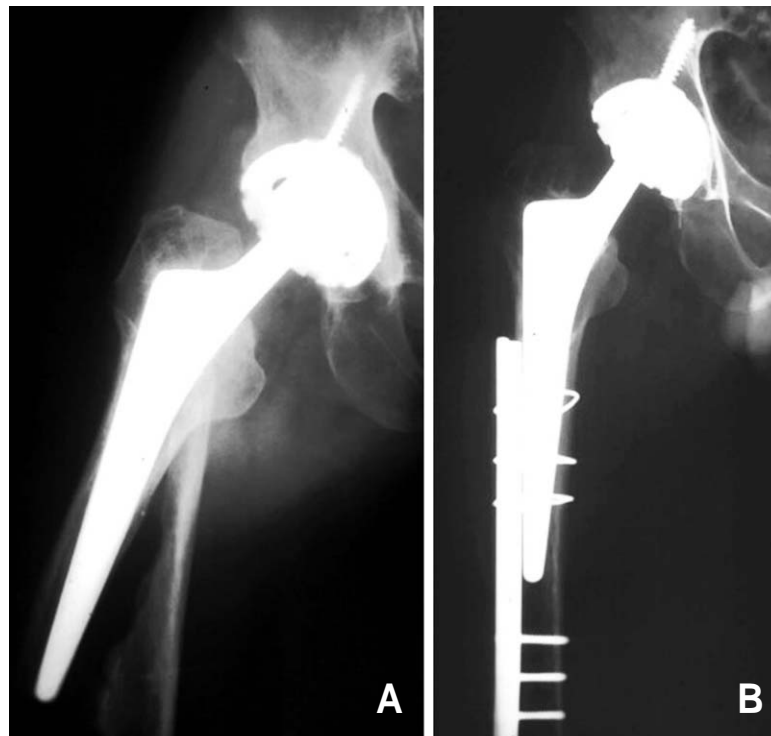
(A) A type B1 fracture. (B) The fracture was treated using plate with proximal cables and distal bicortical screws. The radiograph shows fracture united and a stable prosthesis.
